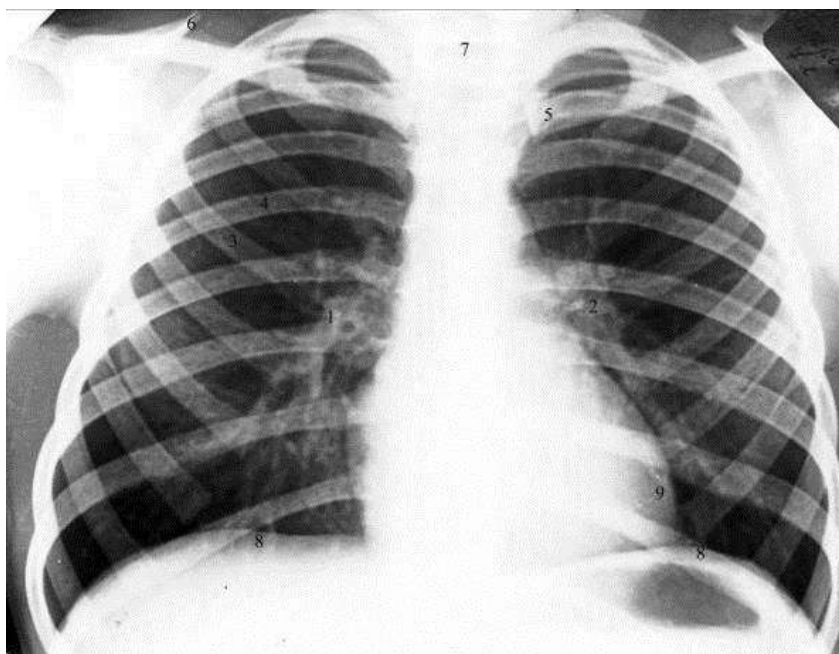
Рентгенограмма грудной клетки
